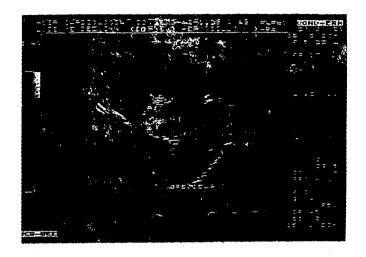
ECOCARDIOGRAMA TRANSESOFAGICO CON DOPPLER COLOR EN UN CORTE LONGITUDINAL.- SE OBSERVA INSUFICIENCIA MITRAL GRADO II Y OREJUELA IZQUIERDA SIN TROMBOS EN SU INTERIOR.
